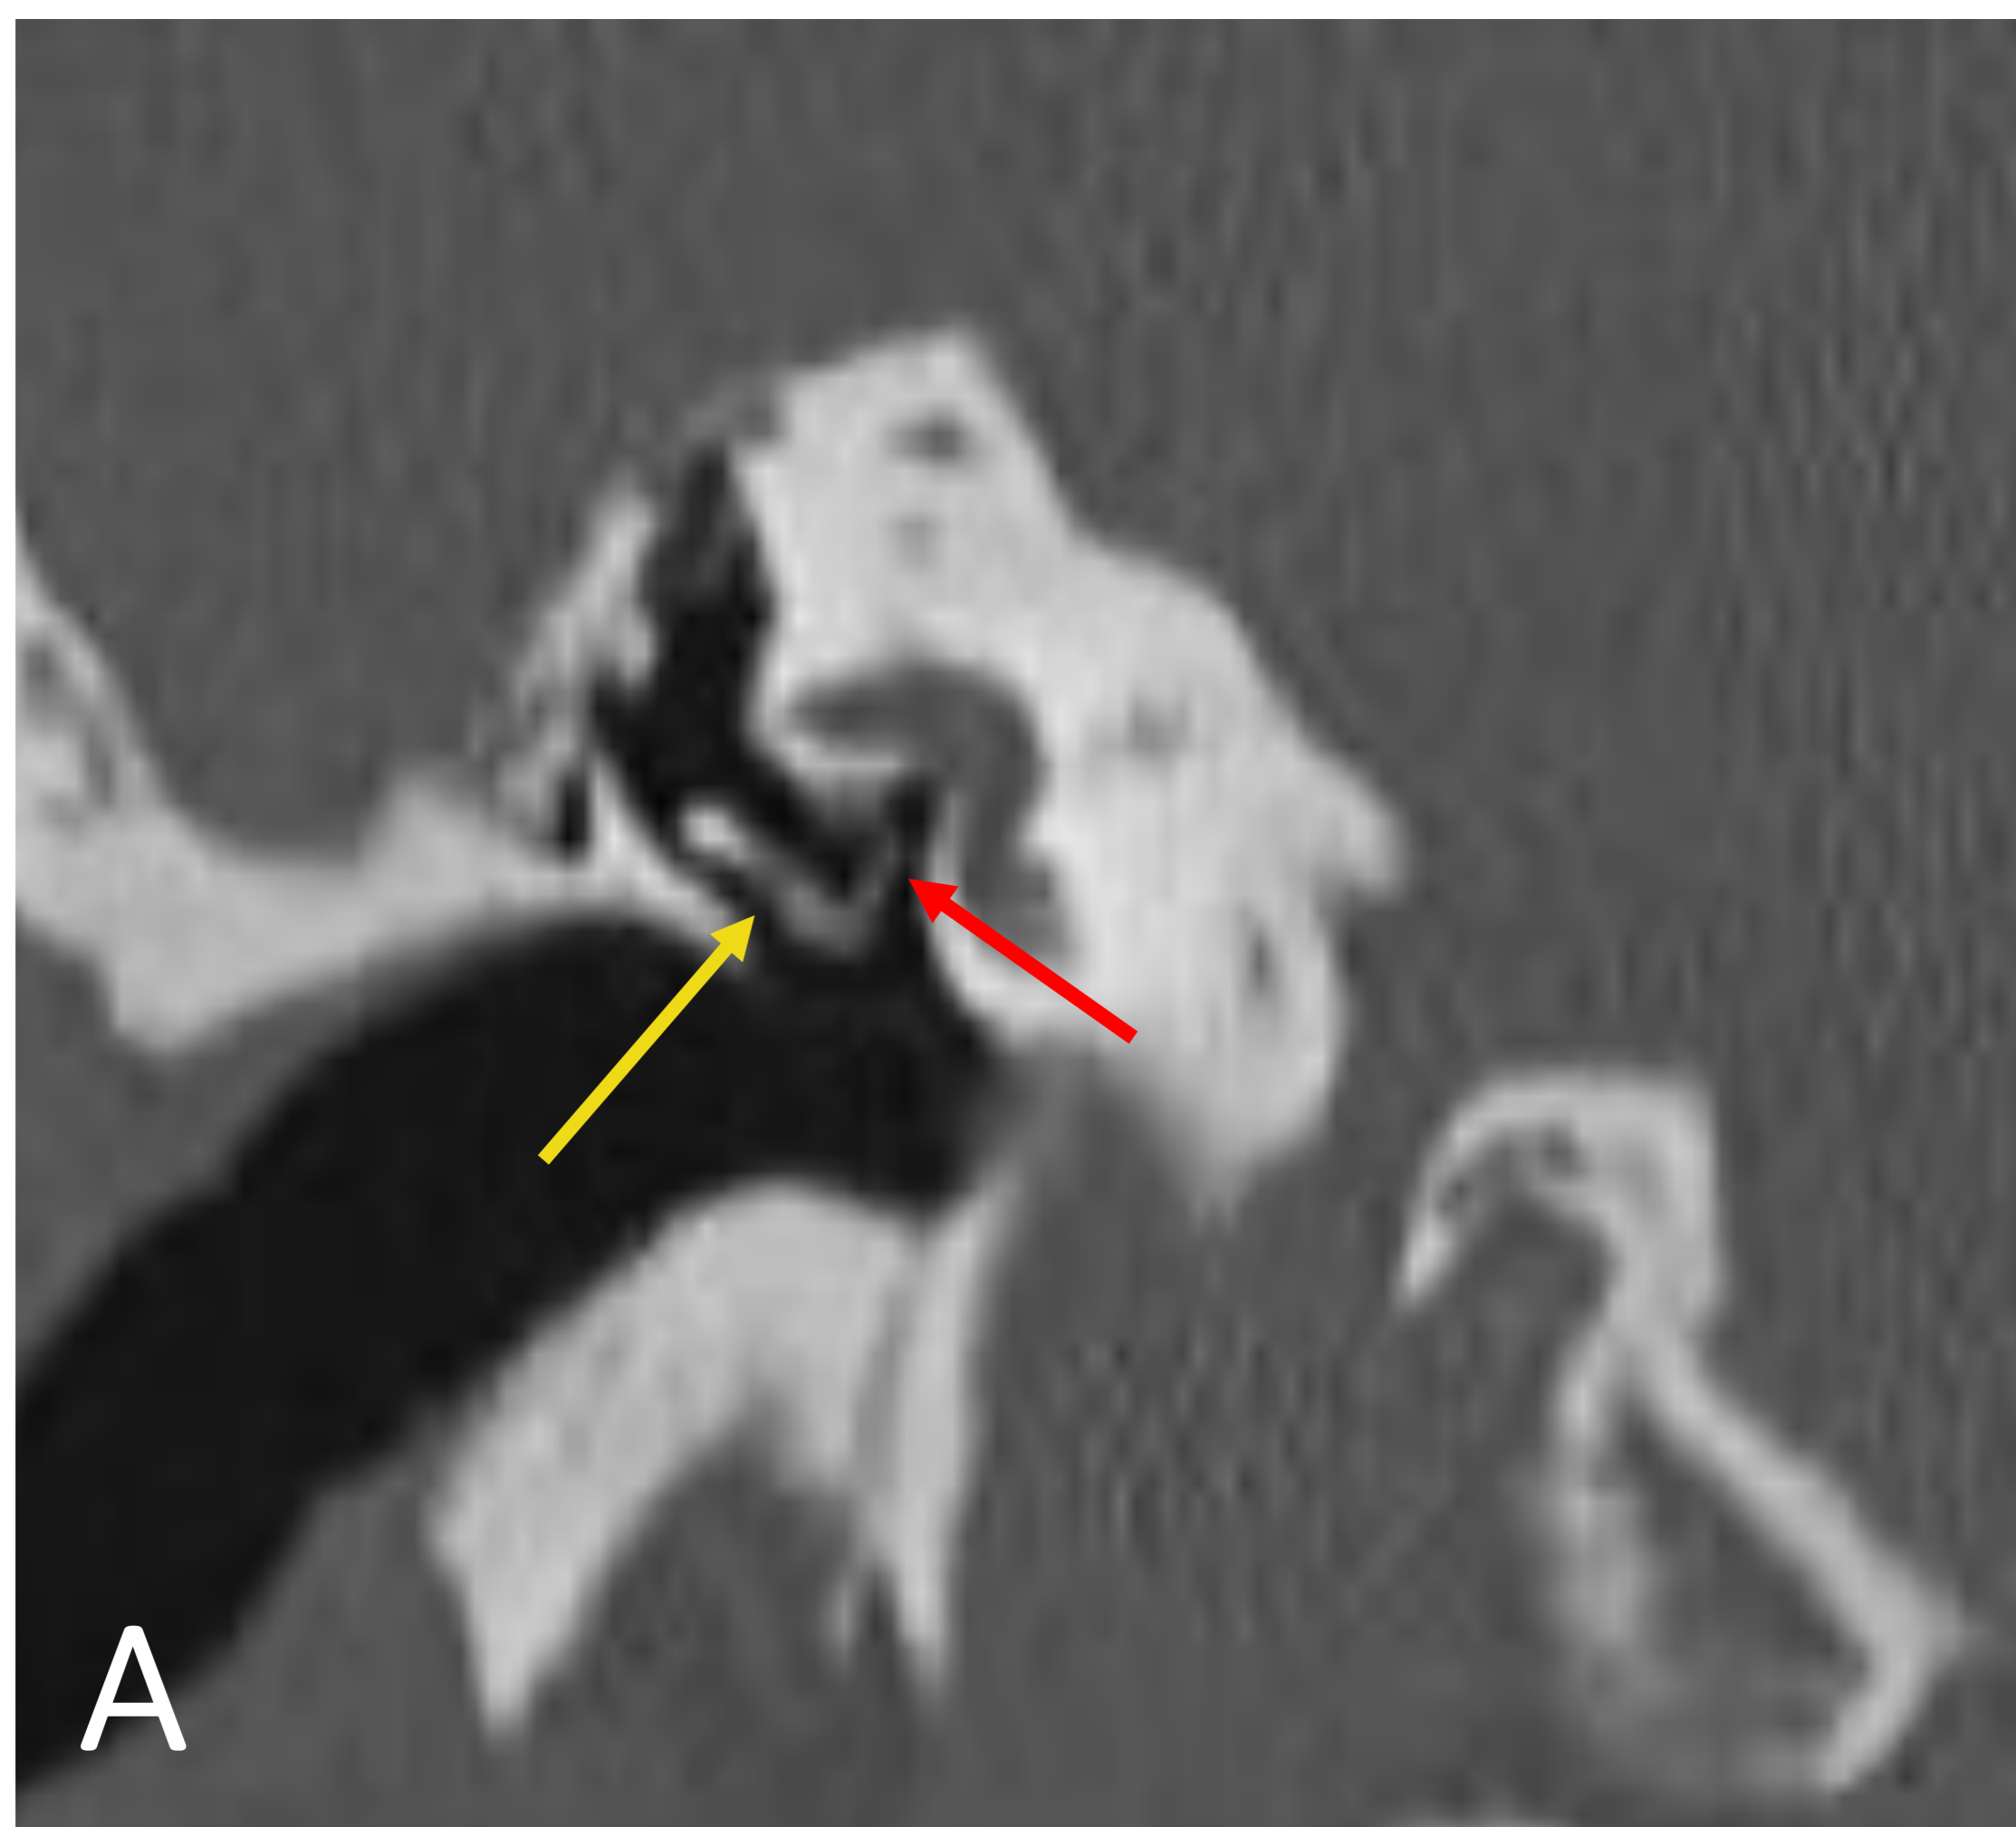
A y B. TC coronal de oído derecho de dos pacientes.
